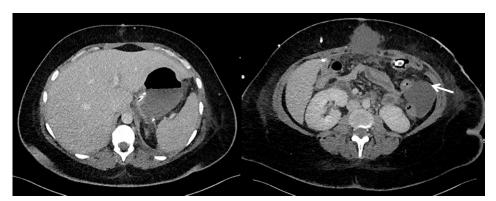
TDM abdomino-pelvienne injectée. Présence d'une collection para-gastrique et d'une collection dans la gouttière pariéto-colique gauche (flèches).
